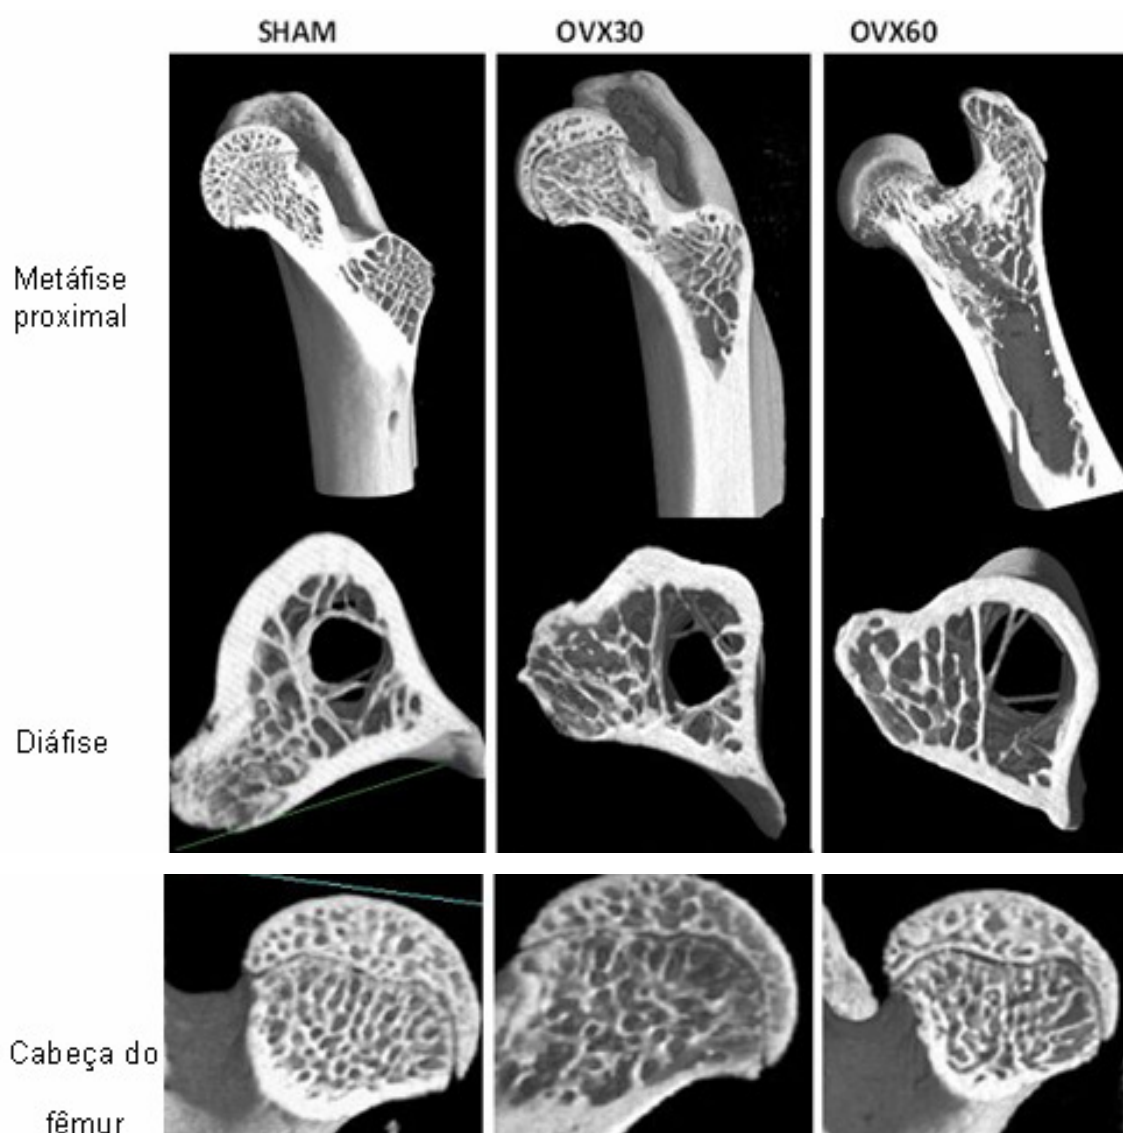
Detalhes das regiões de cabeça do fêmur, metáfise proximal e diáfise entre os grupos SHAM, OVX30 e OVX60. Imagem obtida por Micro-CT (resolução 40 μ m.)
